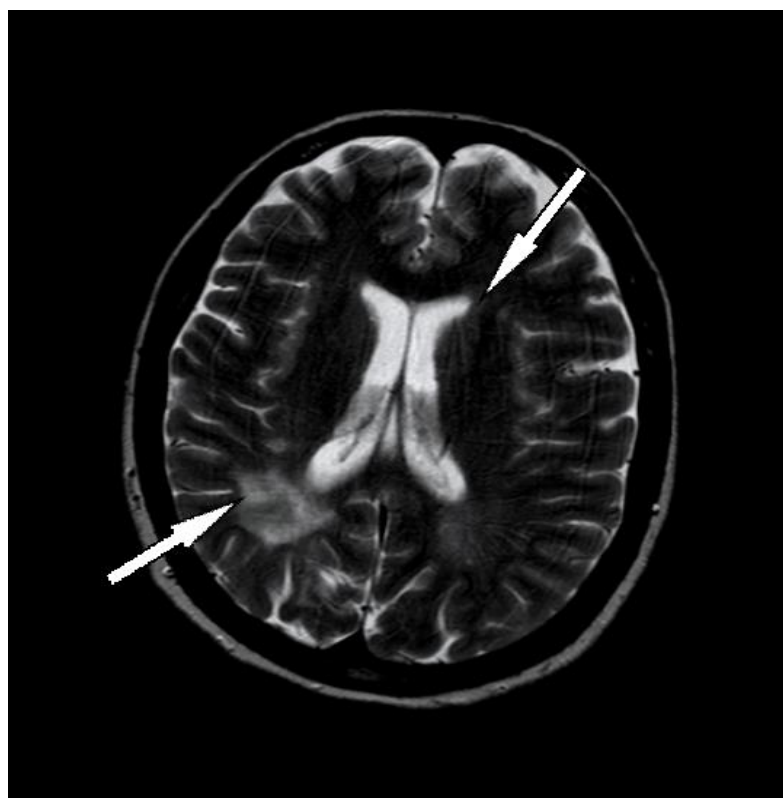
МР – томограма ГМ пацієнтки М., 38 років з групи 1 (основної) (історія хвороби №7030), режим Т-2 зваженого зображення, горизонтальний зріз, на якому продемонстровано (верхня стрілка) початкові явища підкіркової атрофії, розширення латеральних шлуночків і вогнище демієлінізації у правій півкулі (нижня стрілка).
